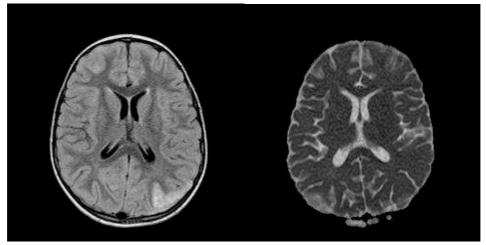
TAC: aree di flogosi in sede della materia bianca subcorticale e corticale con enhancement meningeo. Segnale anormale nell'area dei talami.
